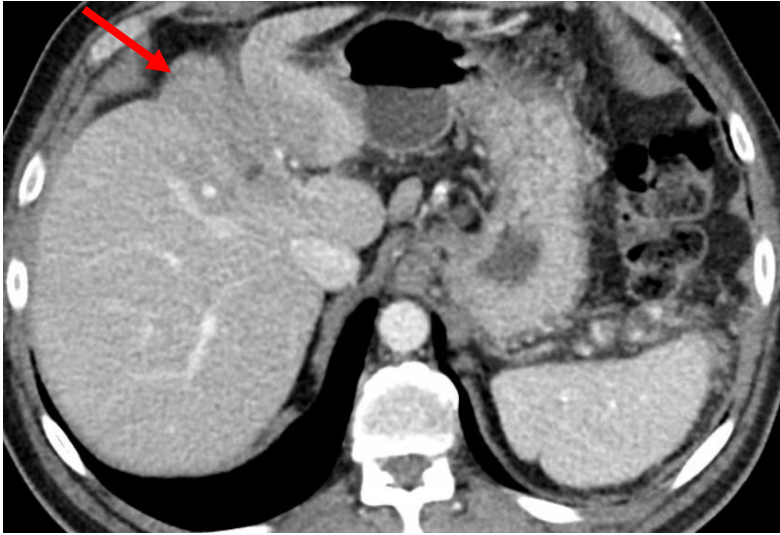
TC con contraste en fase portal
